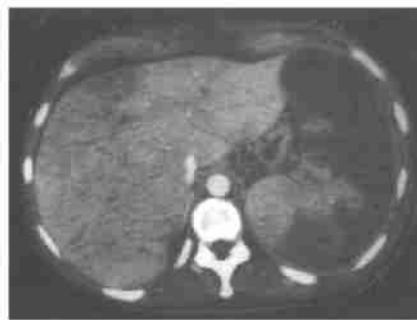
CT增强:脾增大,最大直径19cm,伴有广泛的梗塞灶,第4肝段楔形灌注减少。
